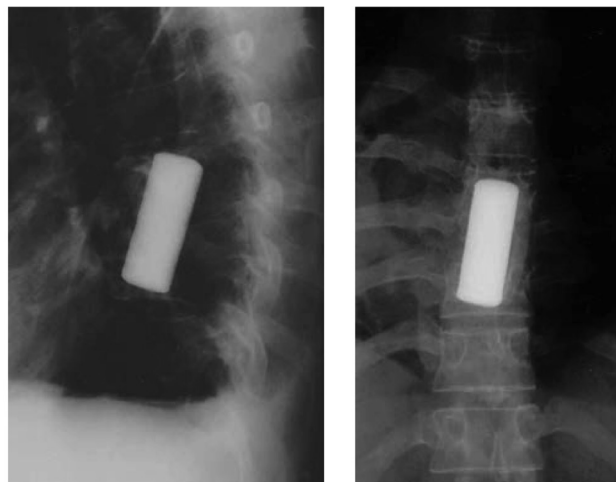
Рентгенограммы пациентки Б. после операции
